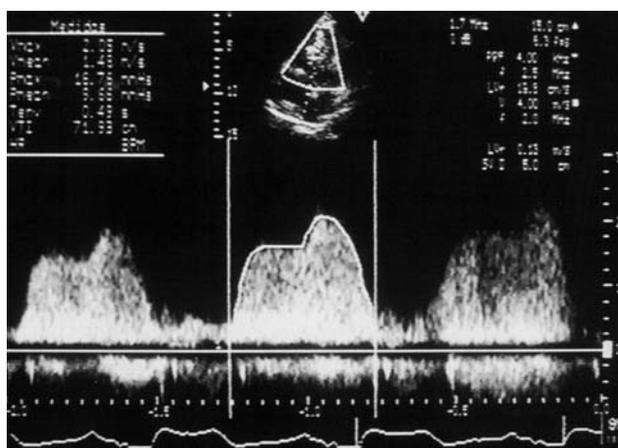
Doppler de la válvula tricúspide con gradiente medio de 9,9 mmHg.
